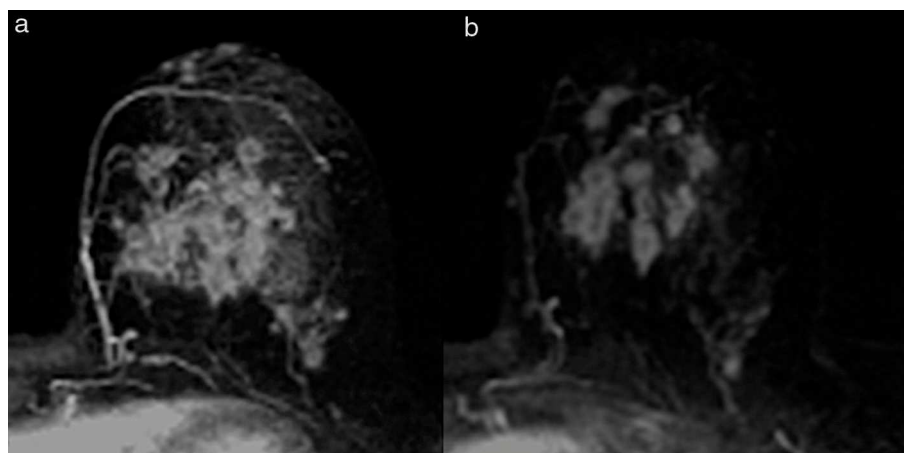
Respuesta radiológica parcial menor: patrón morfológico tipo fragmentación. a. RM pre-TPS. b. RM pos-TPS.
